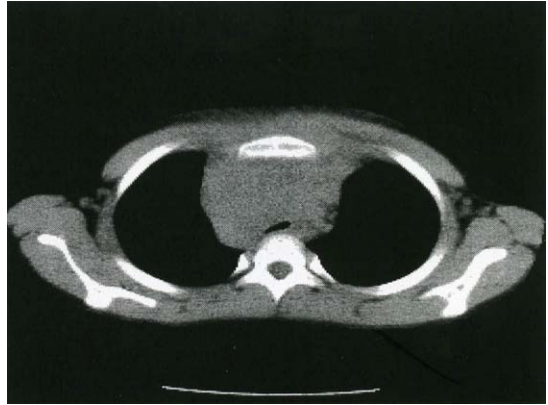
Preoperative chest computerized tomography shows massive mediastinal adenopathy.
